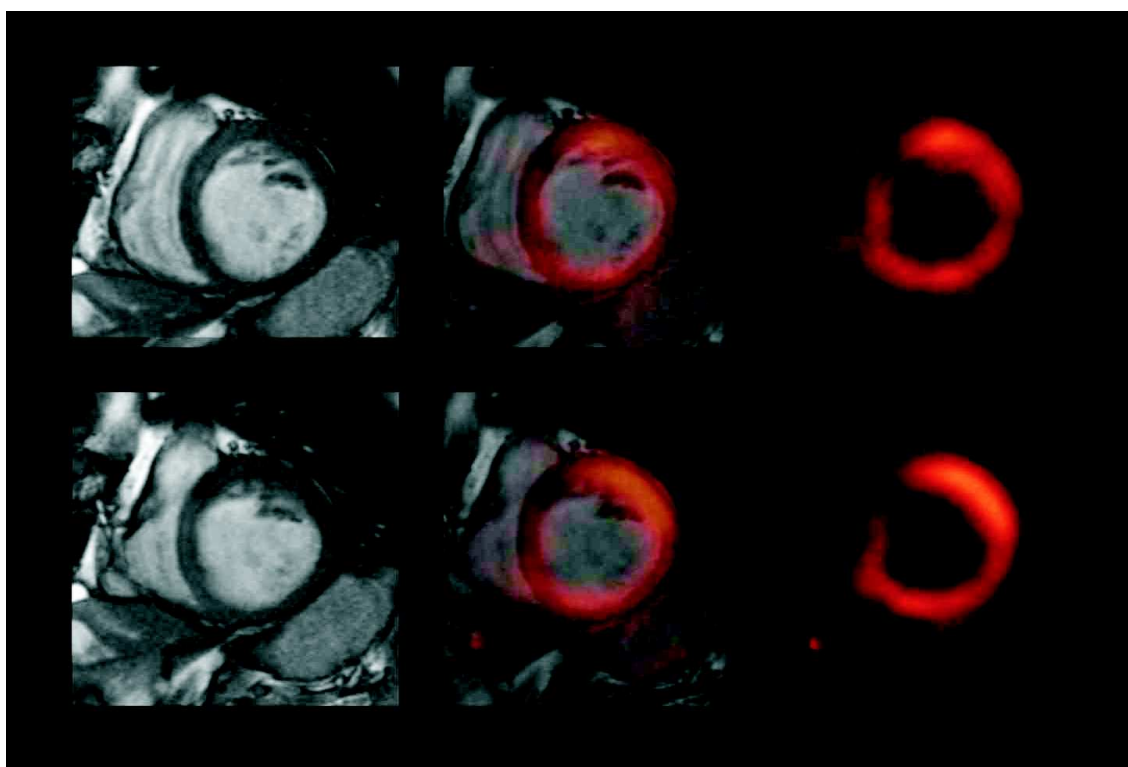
Rechts ist die FDG-PET-, links die MRT-Aufnahme eines Patienten während der Systole (unten) und Diastole (oben) aufgeführt. In der Mitte befindet sich die Fusion beider Grafiken an der identischen Herzschnitt.
